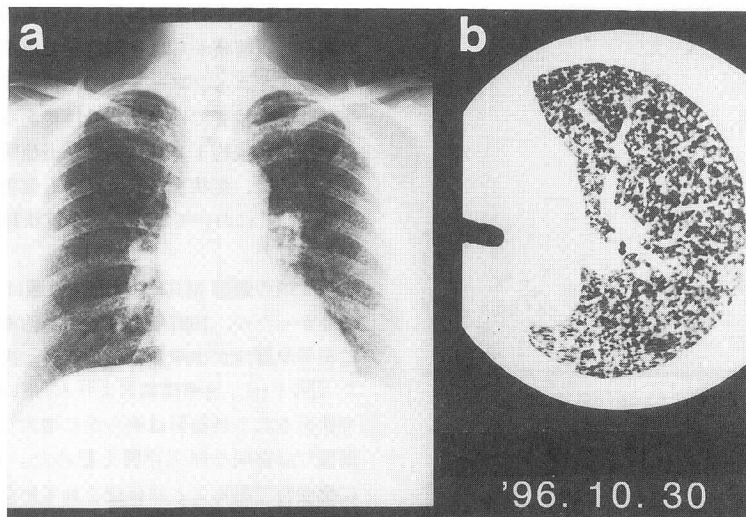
入院時胸部 X 線写真 (a), 胸部 CT (b)
